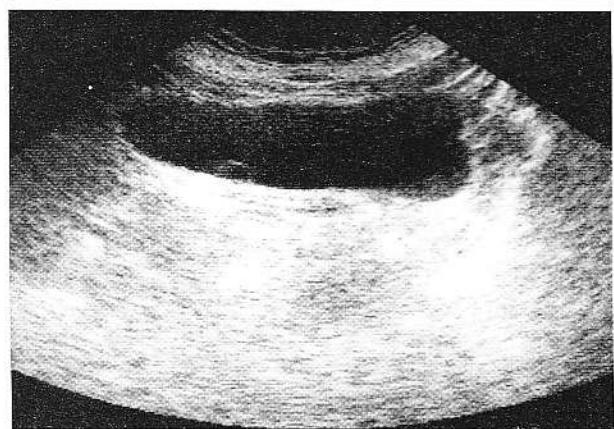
a, b. Ecografie. Hipertrofia plicii ureterice: a) în sistolă; b) în diastolă.
